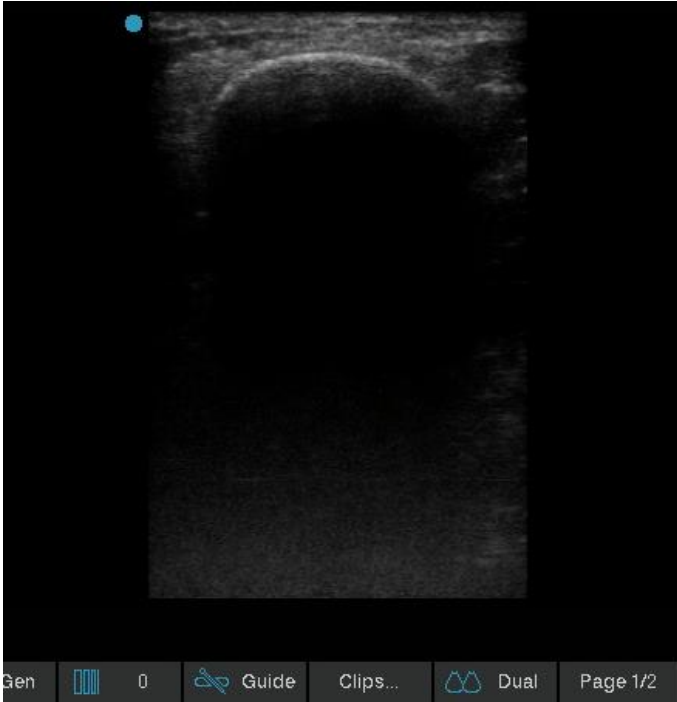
Sağ distal radius fizis hattının ultrason görüntüsü
